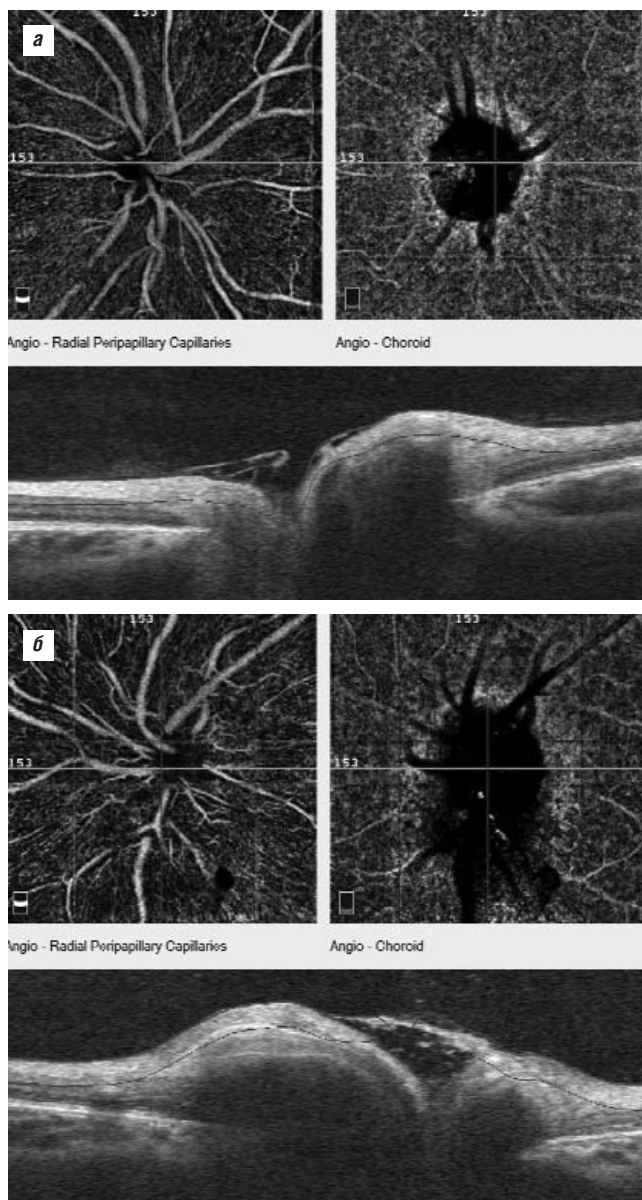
Оптическая когерентная томография в ангиорежиме. Визуализация сосудистой сети без введения красителя. Проминенция ДЗН, расширенная капиллярная папиллярная сеть. Изменения более выражены в правом глазу
